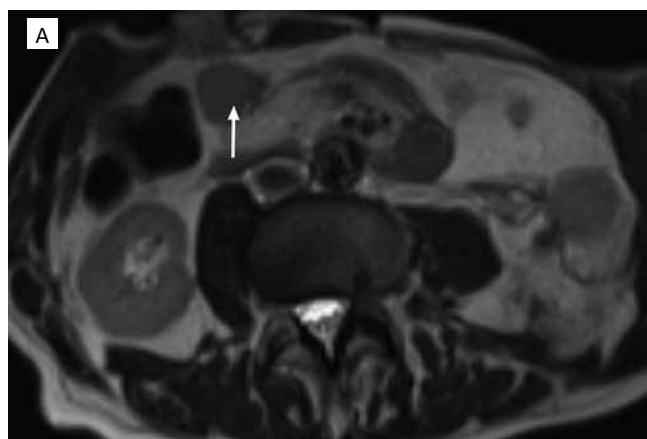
Аксиальные МР-томограммы абдоминальной области у мужчины 70 лет с рецидивом ДЛС через 12 мес после оперативного вмешательства; А — T_2 -ВИ: в правой мезогастральной области определяется изоинтенсивный узел с четкими контурами однородной структуры (стрелка); Б — ДВ МРТ ($b = 800 \text{ с/мм}^2$): отмечается гиперинтенсивность мелкого узла (стрелка); В — ИКД-карты: измеряемый коэффициент диффузии со средним значением $944 \times 10^{-6} \text{ мм}^2/\text{с}$ (стрелка)
